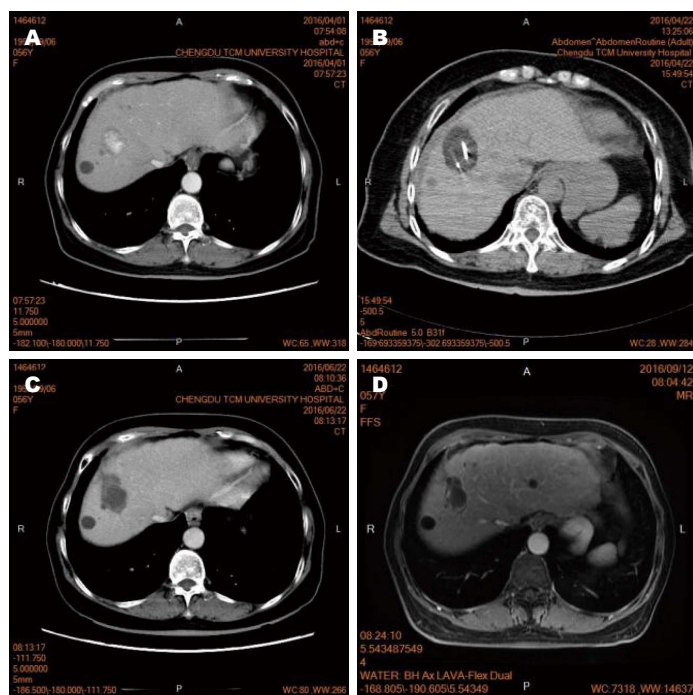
原发性肝右叶恶性肿瘤治疗前后CT图像对比。A: 术前增强CT图; B: 冰冻消融术中; C: 术后3 mo复查; D: 术后6 mo复查。
